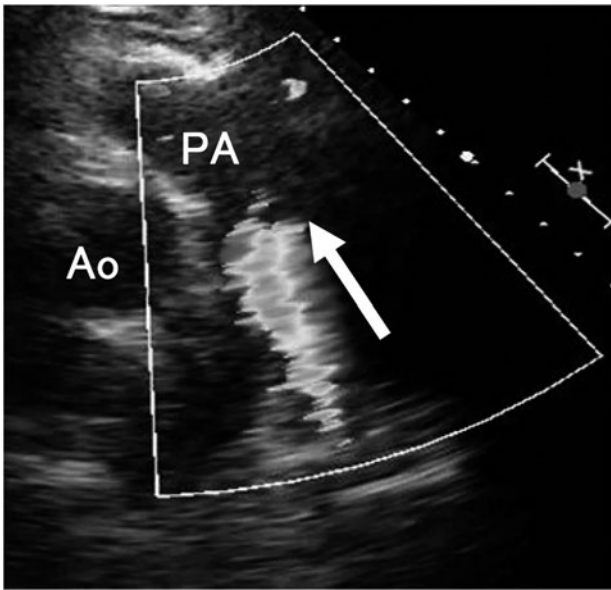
Preoperative echocardiography shows aortopulmonary shunt. White arrow indicates negative jet of aortopulmonary shunt.
